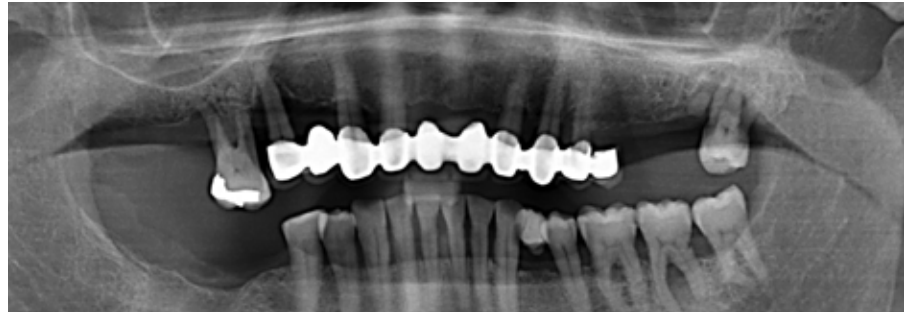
Sorriso e radiografia panoramica nel pre-operatorio.
